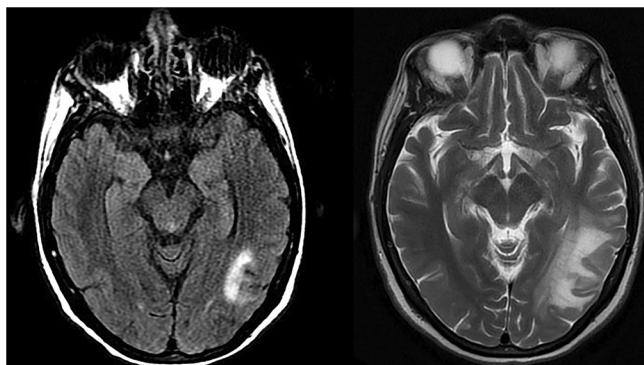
a) IRM con lesión hiperintensa en T2, localizada en región temporo-occipital izquierda, en el momento del diagnóstico de LMP. b) IRM realizada dos meses después, al diagnosticar SIRI, en la que se objetiva un aumento del tamaño de la lesión y edema perilesional.
